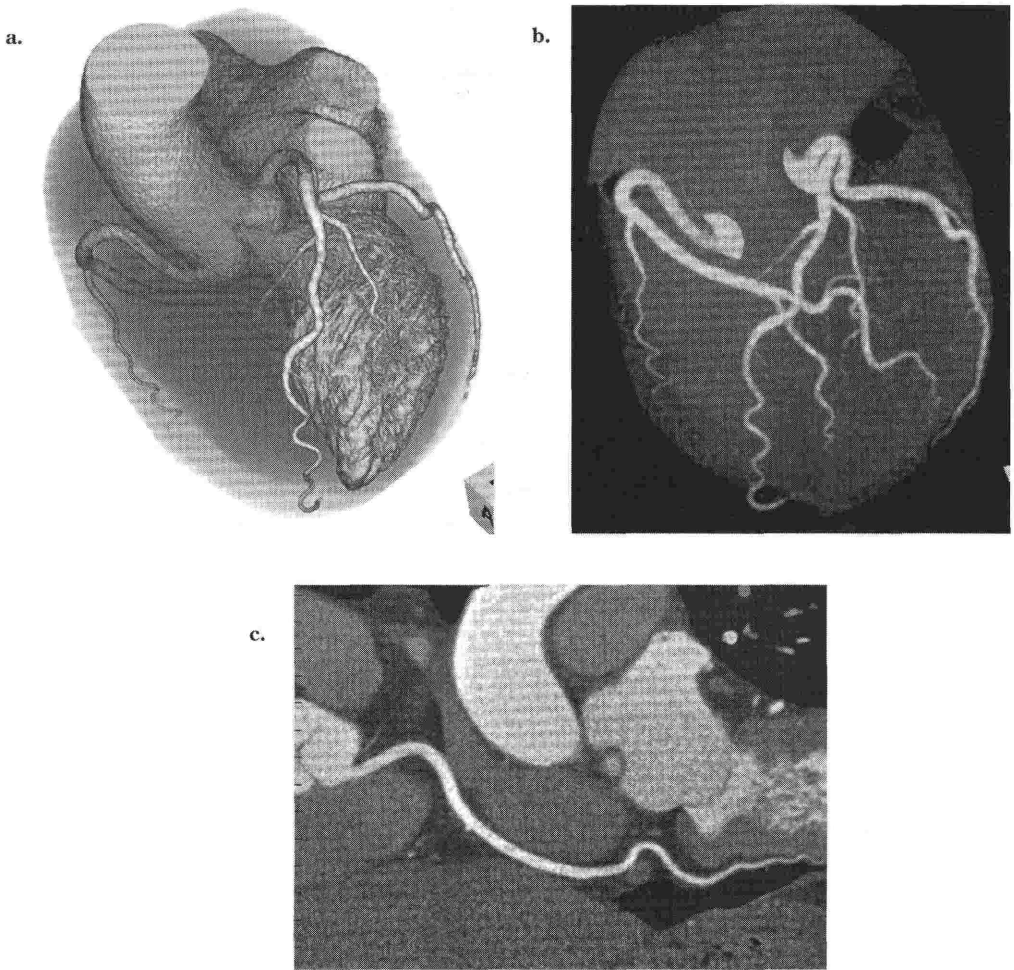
320列マルチスライスCTで撮影した冠動脈
